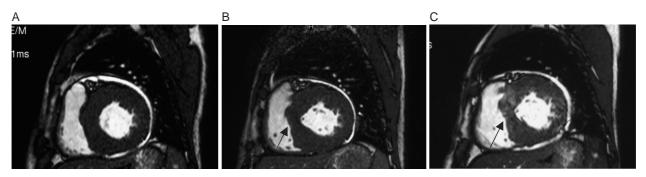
Short-axis magnetic resonance images view before and after the first PTSMA, and after the second PTSMA
